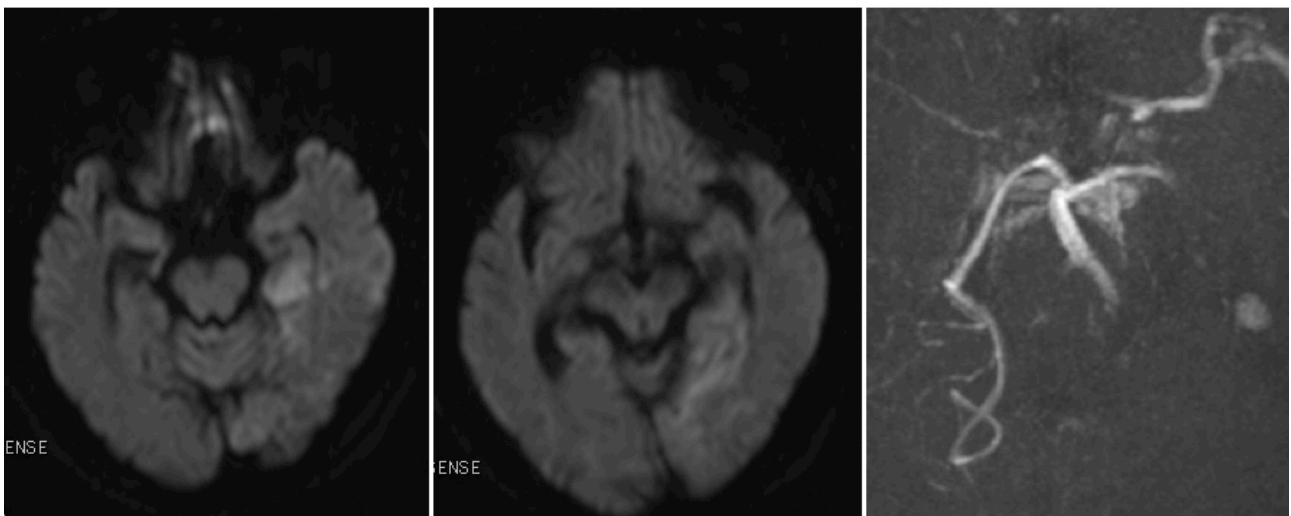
症例1. 発症時のMRI (左, 中), MRA (右). MRI/DWIにて左後大脳動脈領域に新鮮虚血性病変を認める. MRAでは左後大脳動脈の描出が不良.
